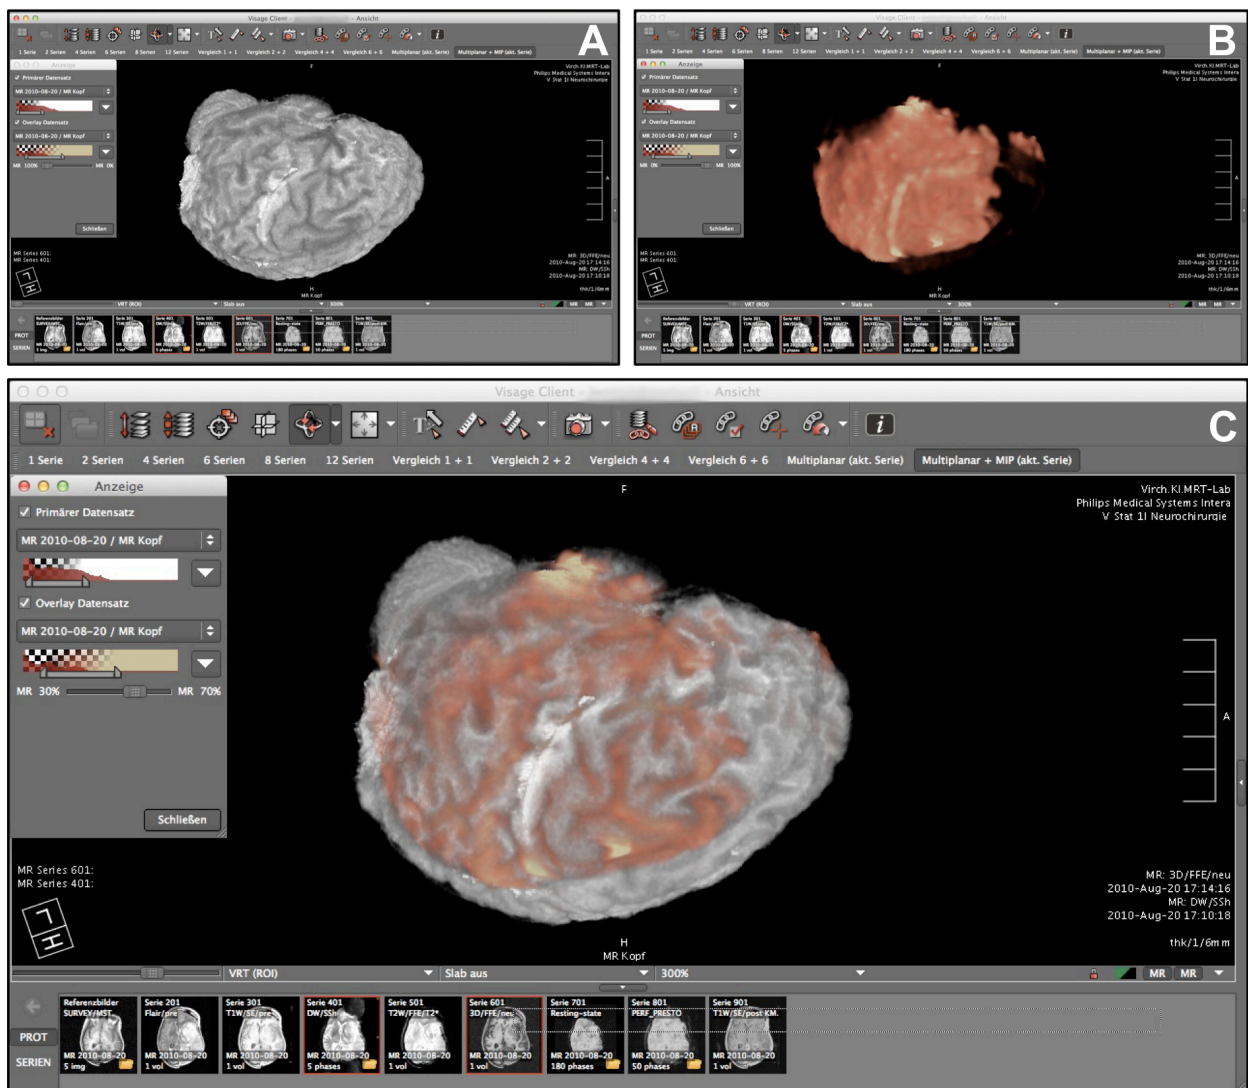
Diese Abbildung auf Grundlage der MRT-Daten stellt die Weiterverarbeitung und Überlagerung mit Visage 7 dar. In Abbildung 4A ist die dreidimensionale Rekonstruktion der freigestellten MP-RAGE-Sequenz dargestellt. Hierzu passend ist die dreidimensionale Rekonstruktion des Infarktes in der DWI-Sequenz in Abbildung 4B in Rot abgebildet. MP-RAGE- und DWI-Sequenz lassen sich, wie in Abbildung 4C gezeigt, über die Funktion „Anzeige“ und Auswahl beider Sequenzen fusionieren. Hierdurch sind eine Infarkt- und eine detaillierte Kortexdarstellung in einer Rekonstruktion möglich.
